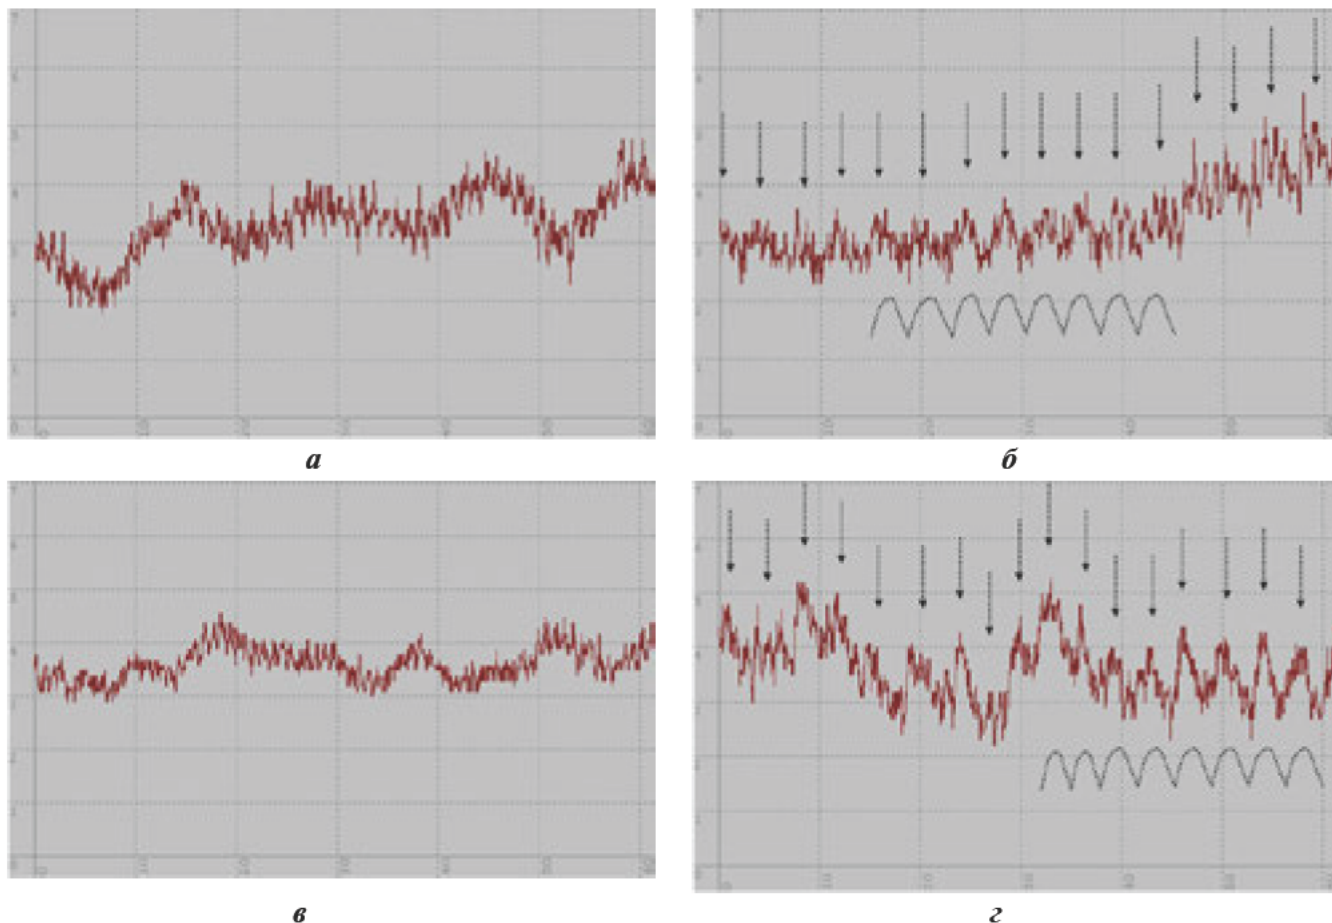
Первая минута ЛДФ. Функциональное состояние веноулярного отдела сосудистого русла в различных анализируемых группах. а — группа НТ, АД — 115/70 мм рт. ст.: респираторно зависимые осцилляции кровотока не выявляются, уровень перфузии (М) — 3,81 п. е., частота дыхания (ЧДД) — 16/мин, амплитуда веноулярного ритма (Ав) — 0,05 п. е.; б — группа НТ, АД — 130/80 мм рт. ст.: М — 3,82 п. е., ЧДД — 16/мин, Ав — 0,10 п. е.; в — группа ВН, АД — 145/80 мм рт. ст.: М — 3,56 п. е., ЧДД — 16/мин, Ав — 0,07 п. е.; г — группа ВЗ, АД — 150/90 мм рт. ст.: М — 3,89 п. е., ЧДД — 16/мин, Ав — 0,20 п. е. Пунктирными линиями и стрелками обозначены изменения перфузии, синхронизированные с дыхательными движениями грудной клетки.
